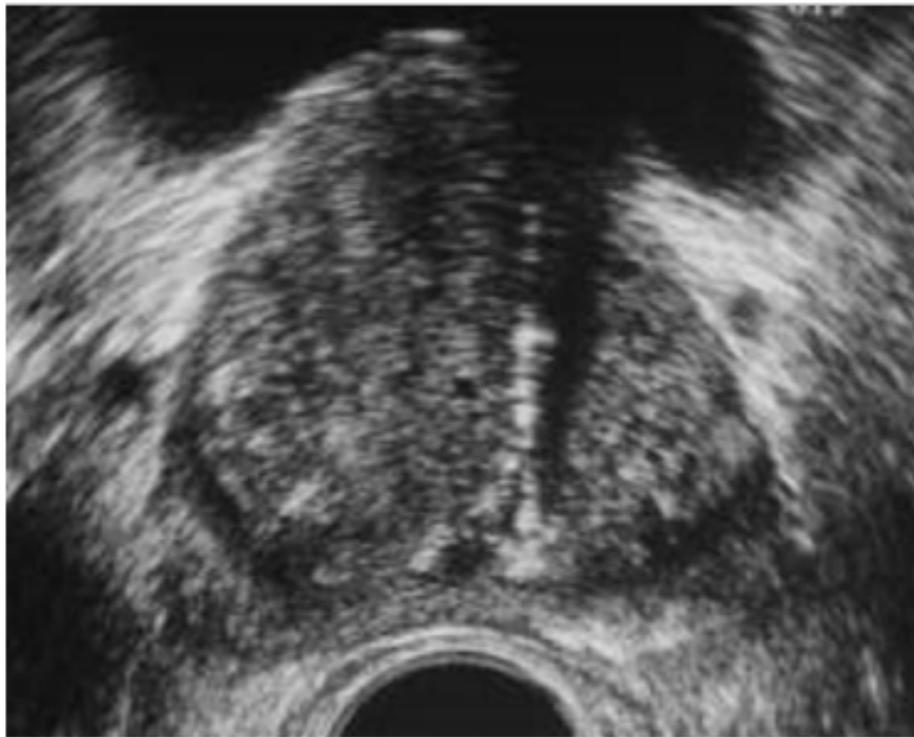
Image échographique montrant une HBP avec asymétrie des deux lobes
